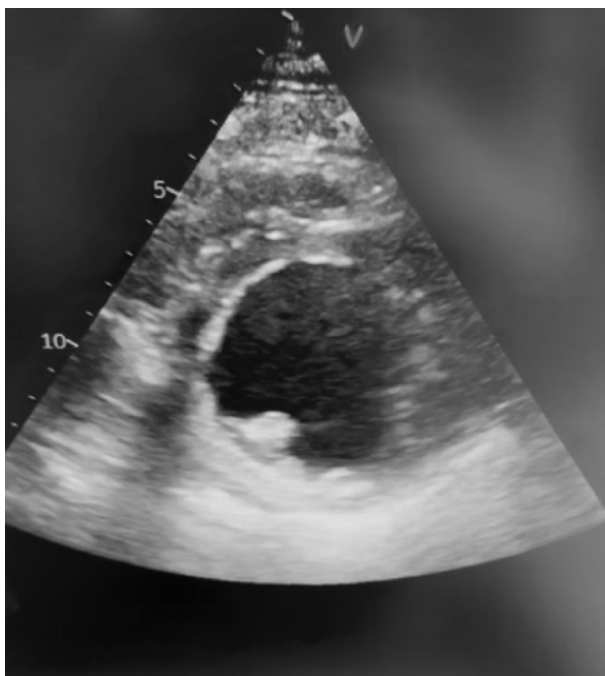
Ecocardiografie transtoracică incidență parasernal ax scurt: peretele inferior al VS cu aspect sechelar.
